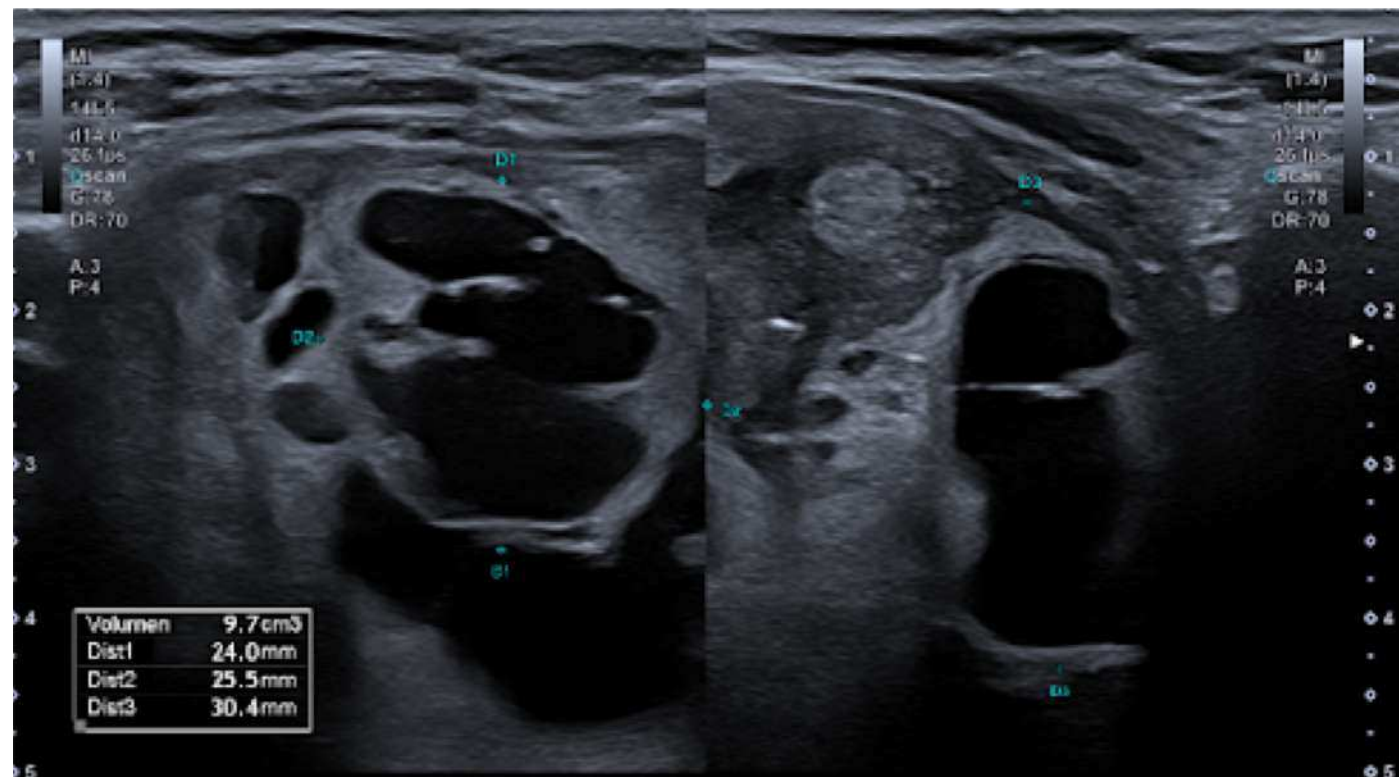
Ecografía de control a los 6 meses.
